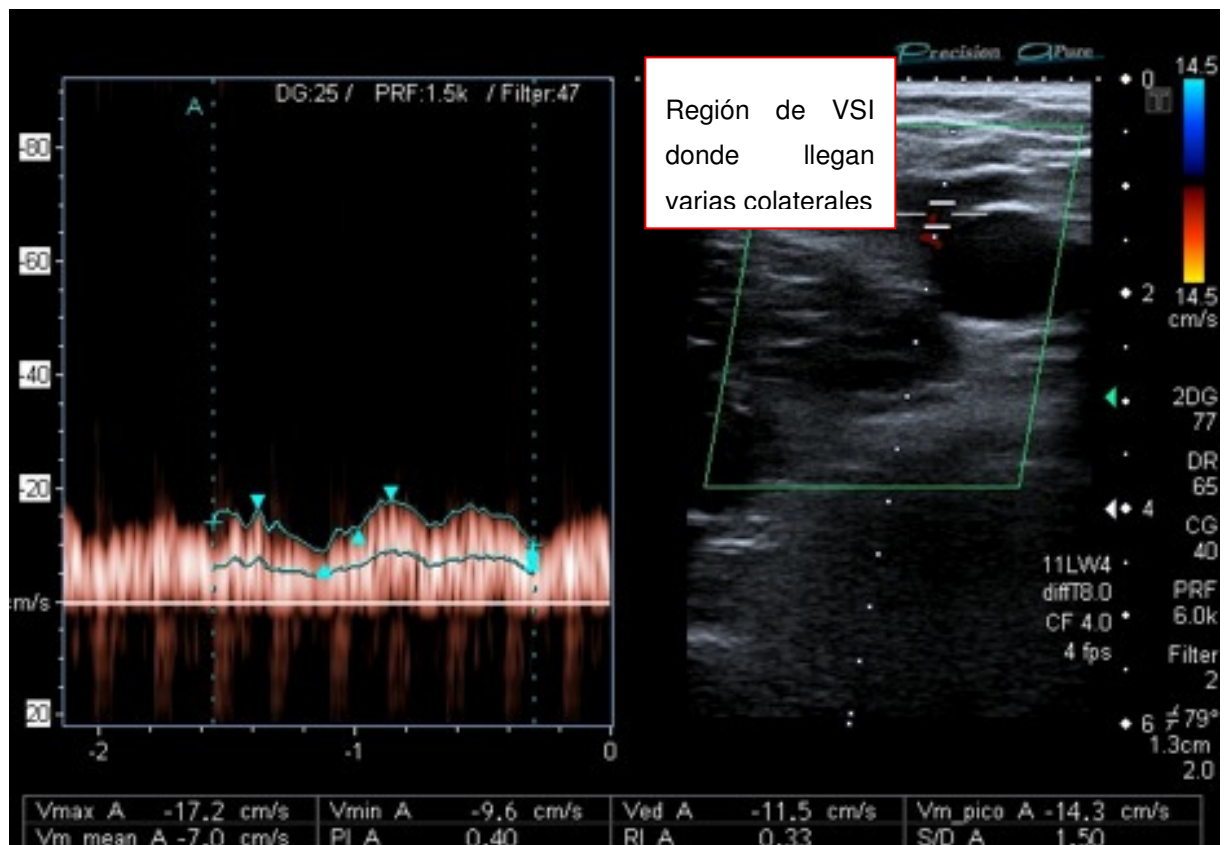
Imagen ecográfica y doppler de una sección de la VSI proxima a la unión safeno-femoral
